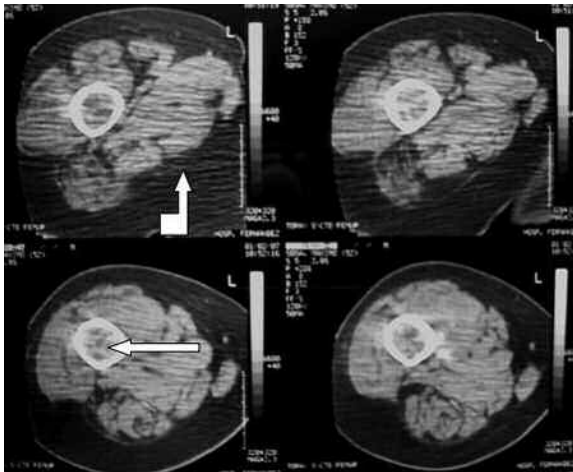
Cortes axiales de tomografía computada (TC) de muslo derecho con ventana de partes blandas. Se observan cambios densitométricos de la médula ósea (flecha recta), asociados a atrofia de los músculos adyacentes (flecha curva).
